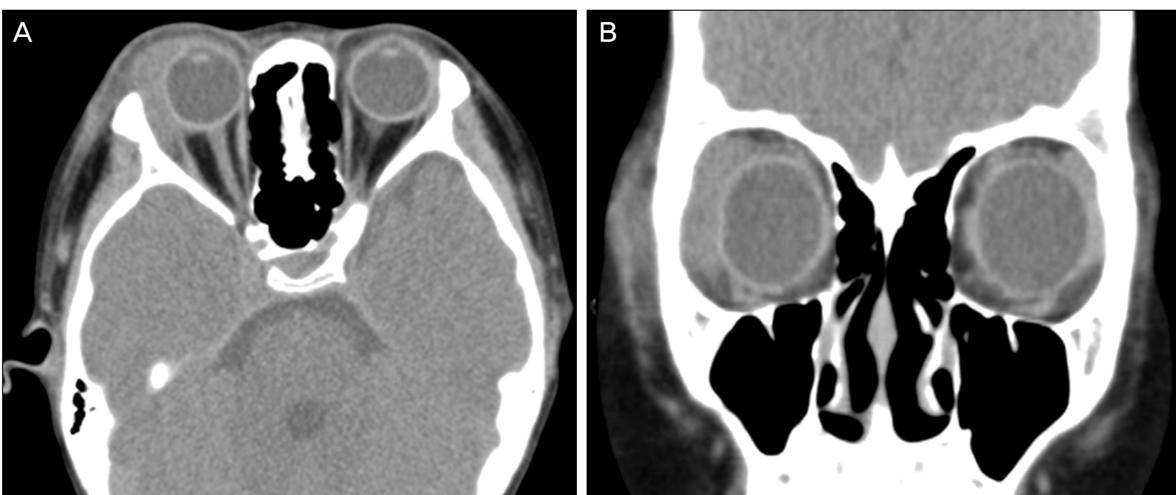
Orbital computed tomogram without enhancement. (A) Axial view showed right lacrimal gland enlargement and preseptal soft tissue swelling. There was no erosion of adjacent bones. (B) Coronal view shows enlargement of the right lacrimal gland and periorbital soft tissue swelling.
